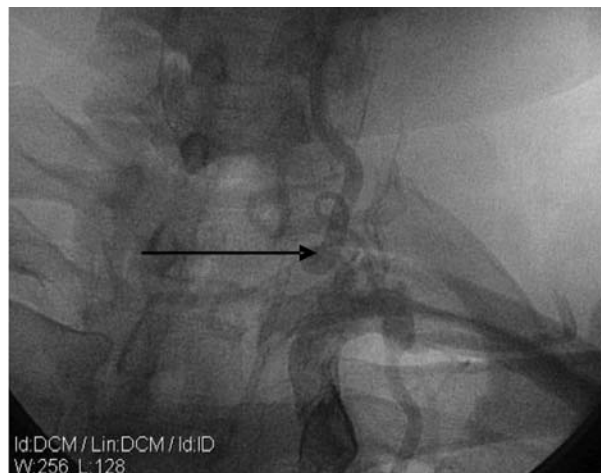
Рентгенконтрасна артеріографія хворого А. Візуалізується петлеподібний “кінкінг” I сегменту лівої ХА.
